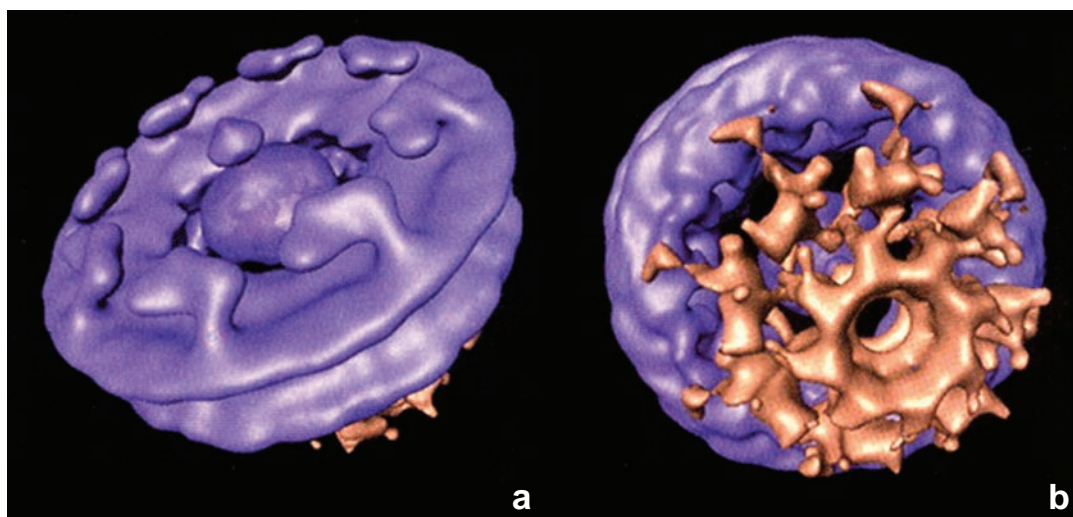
▲ Tomografía crioelectrónica del complejo de poro nuclear. Estas representaciones superficiales de tomografías electrónicas obtenidas de los núcleos criohidratados del *Dictyostelium* muestran la estructura detallada del complejo de poro nuclear (NPC). 320 000X. a. En la cara citoplasmática del NPC se observan ocho fibrillas proteicas organizadas alrededor del canal central. Se proyectan desde las subunidades del anillo citoplasmático y apuntan hacia el centro de la estructura. Nótese la presencia de un tapón o transportador central dentro del poro central, que corresponde a los ribosomas y a otros transportadores de proteínas capturados durante su paso a través del NPC. b. La cara nuclear del NPC muestra las subunidades del anillo nucleoplasmático conectadas por filamentos nucleares con la cesta indicada en color pardo. (Adaptado de Beck M, Förster F, Ecke M, Plitzko JM, Melchior F, Gerisch G, Baumeister W, Medalia O. Nuclear pore complex structure and dynamics revealed by cryoelectron tomography. Science 2004;306:1387–1390.)
